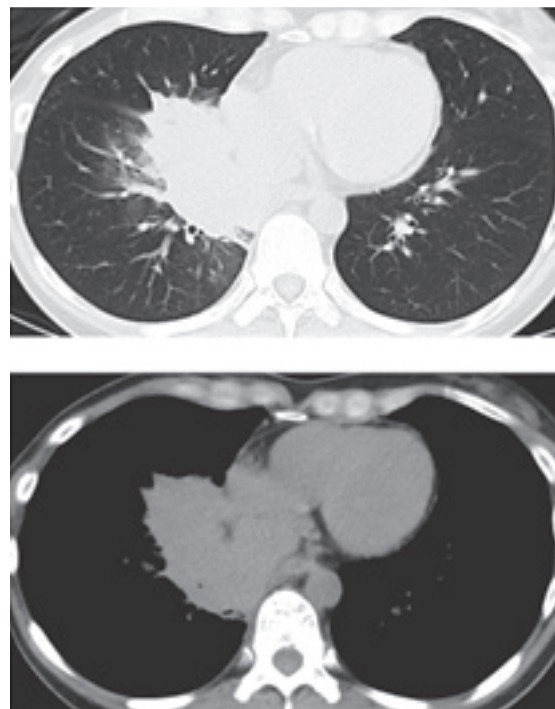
Chest high-resolution computed tomography on admission revealed confluent consolidation in the right lower lung, predominantly in the right segment 7.
